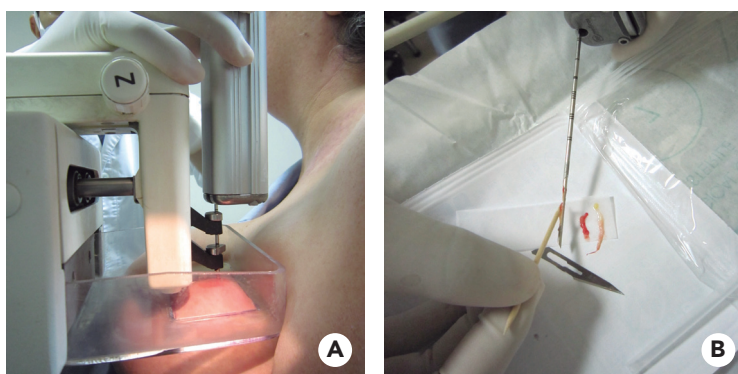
(A y B). Toma de biopsia con aguja gruesa cortante por estereotaxia en posición sentada, y organización de las muestras en papel estéril para ser posteriormente radiografiado. post-fire (abajo).
